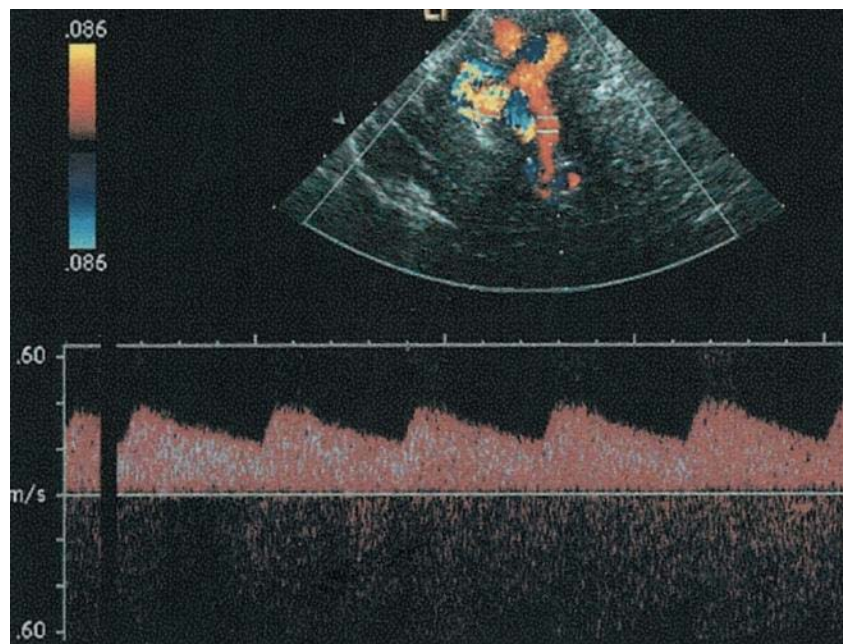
Tracé Doppler spectral d'une artère d'alimentation vers un grand AVM. Notez que le volume de l'échantillon est positionné carrément au-dessus d'un vaisseau avec un écoulement vers le transducteur. Un tracé RI obtenu sur cette artère montre un flux de résistance relativement faible (RI 0,40).(Dempsey et al) .(114)
